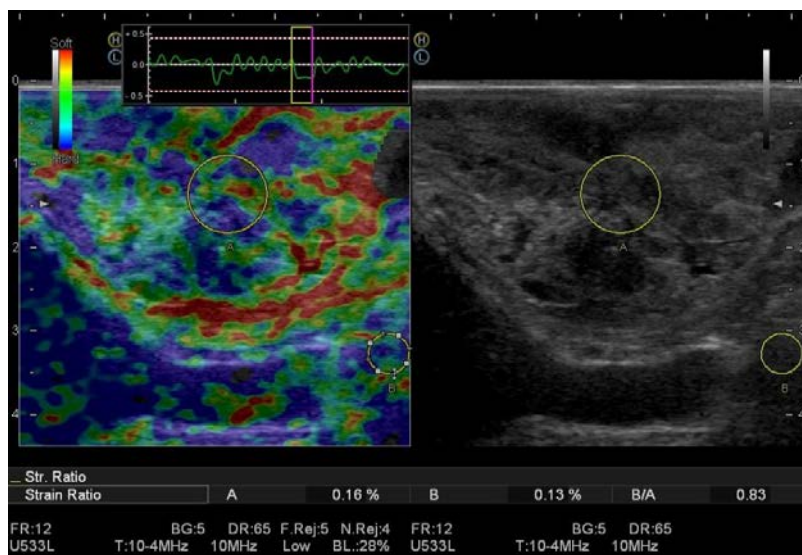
ЭРУЗИ + соноэластограмма. Ворсинчатая опухоль прямой кишки имеет преобладающие участки красного и зеленого окрашивания Больной Д., И/Б 6436 – 2012 Заключительный диагноз: ворсинчатая опухоль на 7 см от края ануса диаметром 4 см
